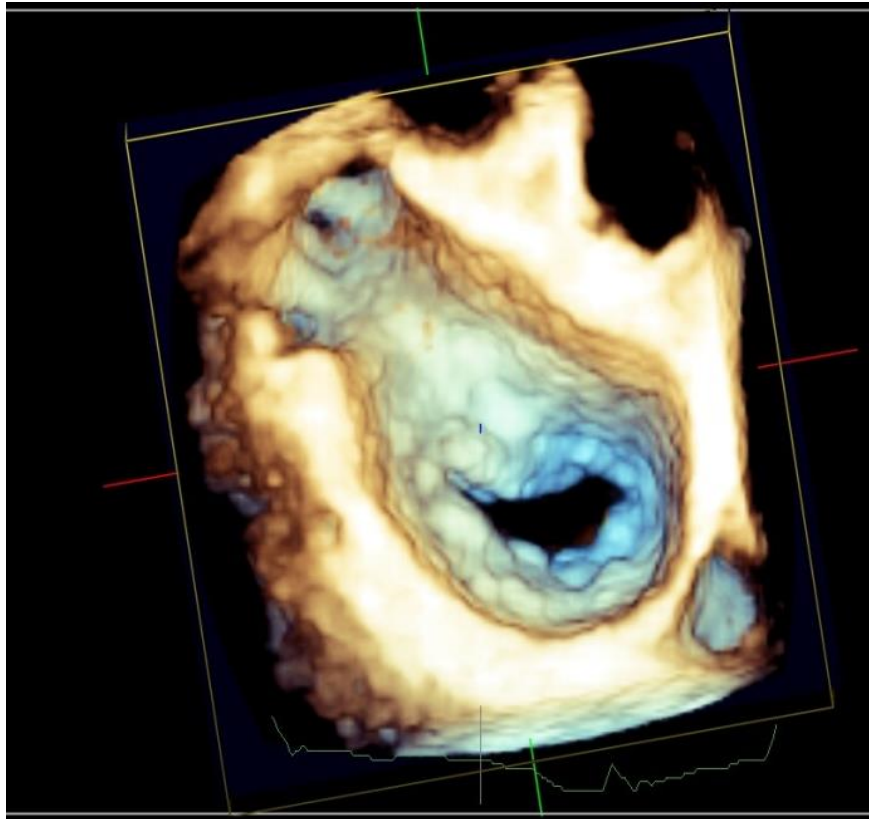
Valva mitral com dupla lesão pelo ecocardiograma 3D. Imagem da valva mitral ao ecocardiograma transesofágico 3D, modo zoom, mostrando fusão das comissuras, espessamento das cúspides valvares com restrição da mobilidade valvar, resultando em estenose associada à regurgitação valvar.
